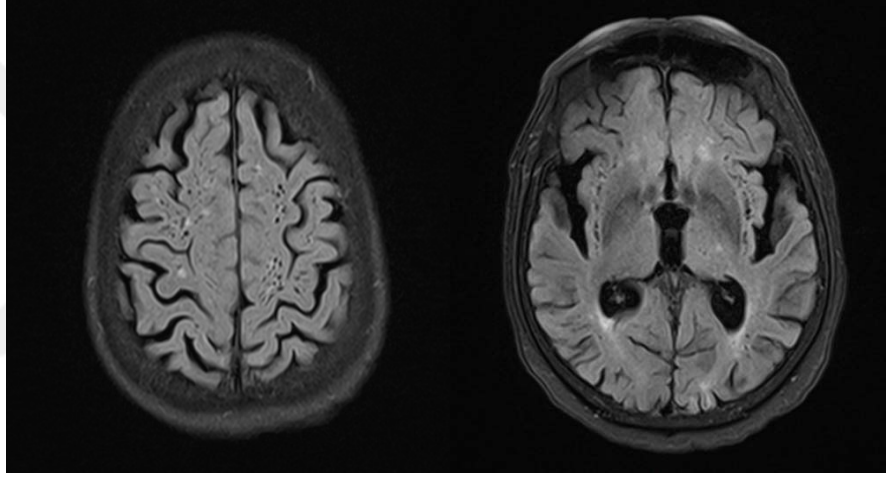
FLAIR sekansında lakün görünümü [41]
